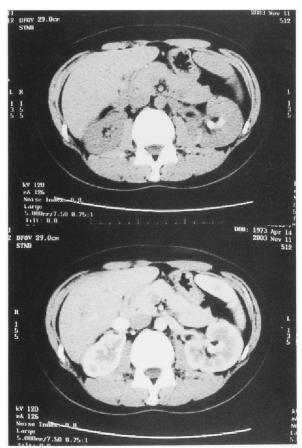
CT scan demonstrated a high density area at the renal parenchyma and the pelvis (top). Dynamic CT demonstrated AVF at the lower left kidney with early filling in the left renal vein (bottom).
